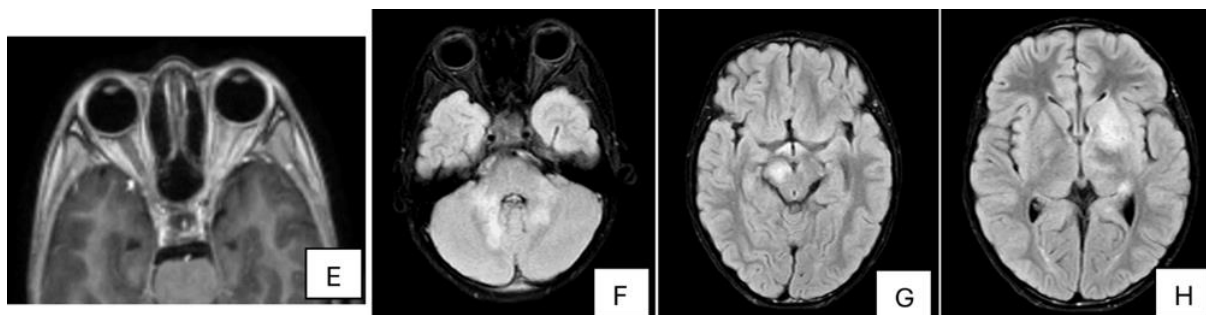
MRI sọ não ca lâm sàng 1. Ghi nhận hình ảnh tăng kích thước và tín hiệu quanh thần kinh thị bên phải trên chuỗi xung T2 trong đợt giảm thị lực đầu tiên (A). Tổn thương tăng tín hiệu chất trắng dưới vỏ lan tỏa 2 bên tăng trên và dưới lều với kích thước lớn ($> 1 - 2\text{cm}$) trong đợt giảm thị lực lần hai trên chuỗi xung FLAIR (B,C,D).
